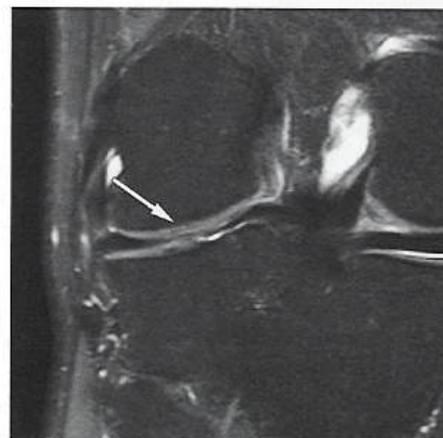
Контроль МРТ через 1 рік (01.07.2023)
